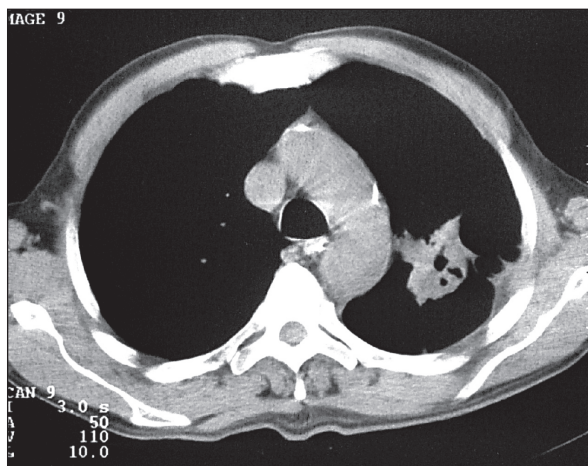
Компьютерная томограмма. Периферический рак после 3 курсов предоперационной химиотерапии. На месте опухоли определяется участок уплотнения неправильной формы с полостями распада в центральных отделах
